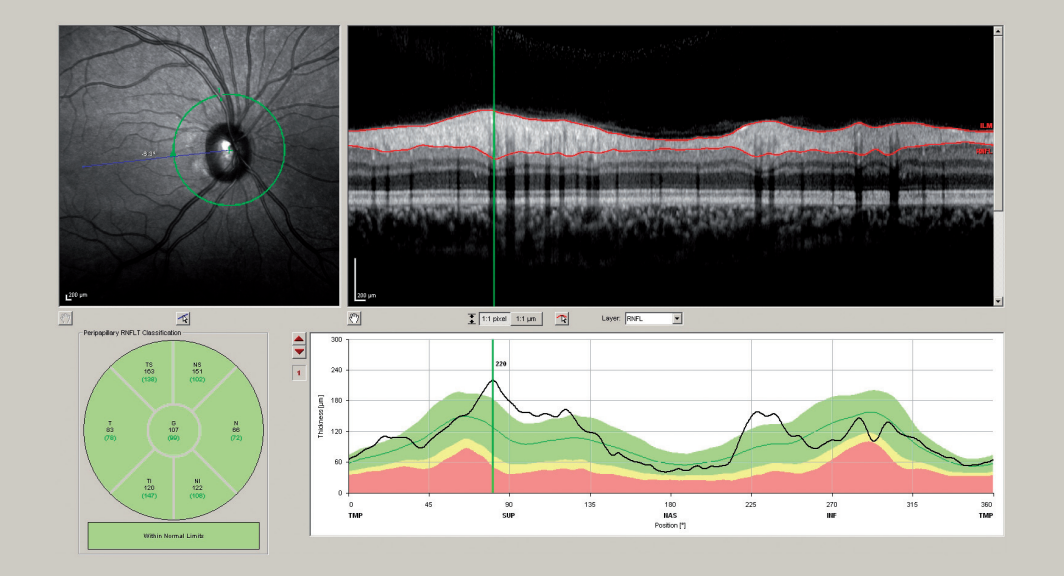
Peripapilläre RNFL-Dicke mittels Optischer Kohärenztomographie (OCT): Dicke im Referenzbereich.
